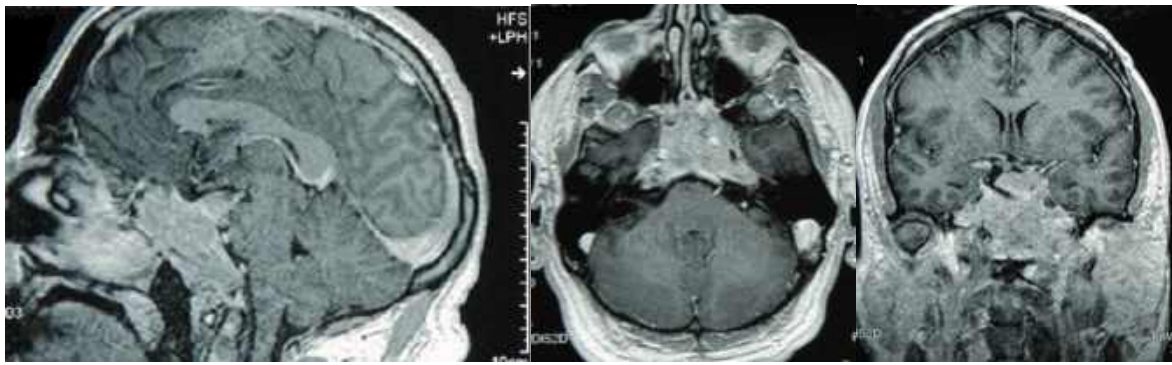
Спостереження № 40. Хворий Д-ур, 54 роки (історія хвороби №4382/2). МРТ до операції.
